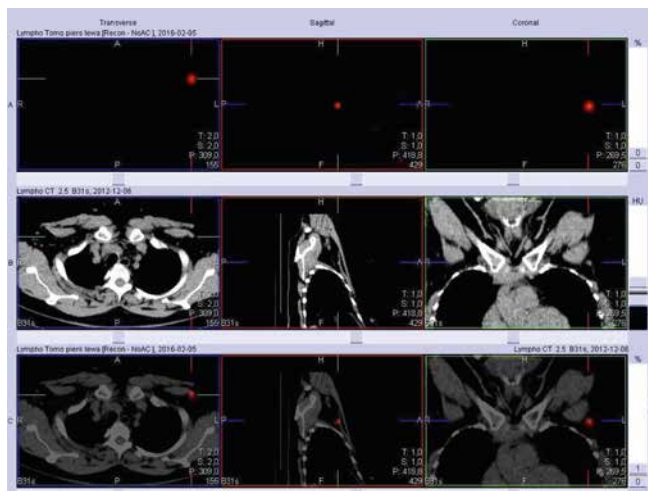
Lymphoscintigraphy in a patient with left breast cancer performed the day before planned surgical treatment. The SPECT/CT revealed a focus of increased tracer accumulation in the projection of axillary lymph node
